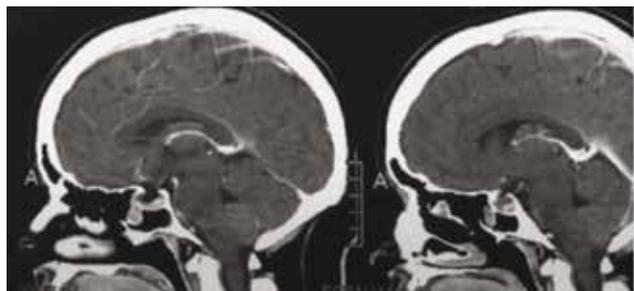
МРТ больной Б. Сагиттальный срез
